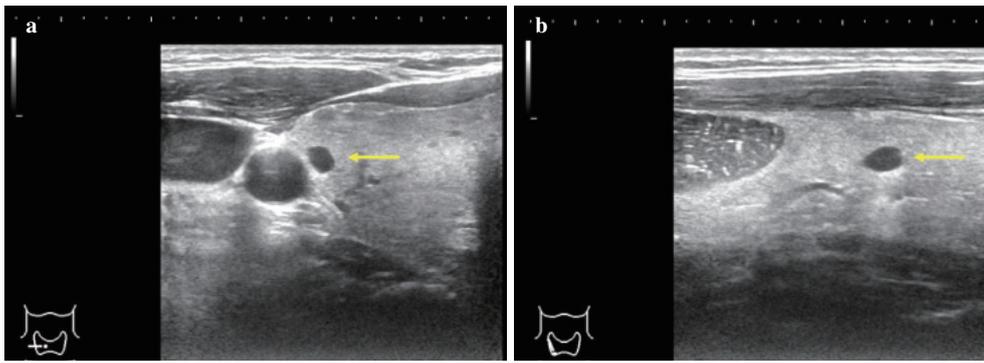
a: Bモード, 甲状腺右葉横断像. b: Bモード, 甲状腺右葉縦断像. 形状整, 境界明瞭, 内部無エコー, 後方エコー増強する超音波所見(矢印). 特徴的な嚢胞の超音波所見である.
